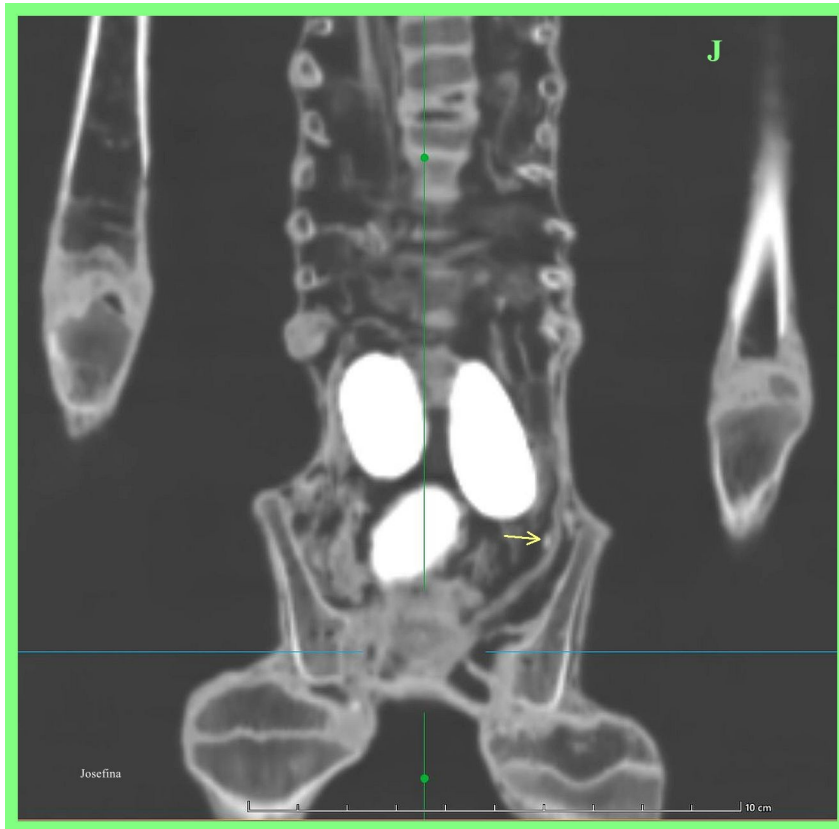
TC 2D coronal de 'Josefina' que muestra 3 huevos grandes en el abdomen. El pequeño 4.º huevo se encuentra en el lado izquierdo del abdomen (flecha amarilla) y un quinto huevo diminuto se observa inferior y anteriormente (ver Figura 44). Nótese el hallazgo extremadamente inusual de alta densidad del contenido del huevo. El valor TC es incluso mayor que el del hueso y se aproxima al del implante metálico.
